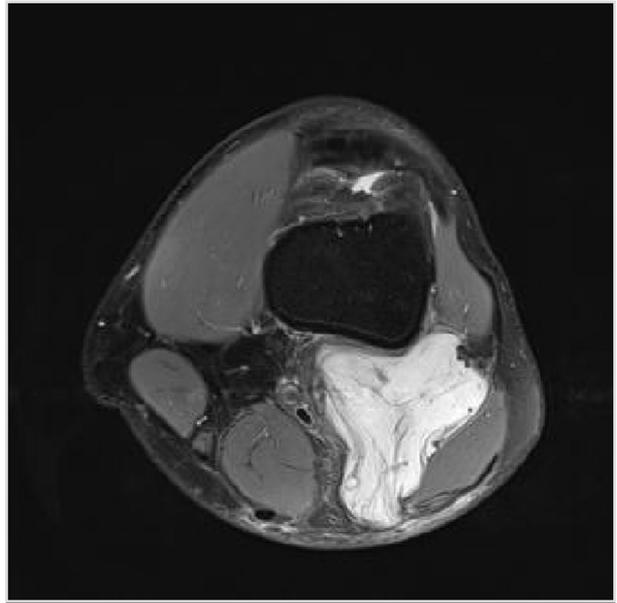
IRM séquence dp+T2 tse post-radiothérapie (coupe transversale).
